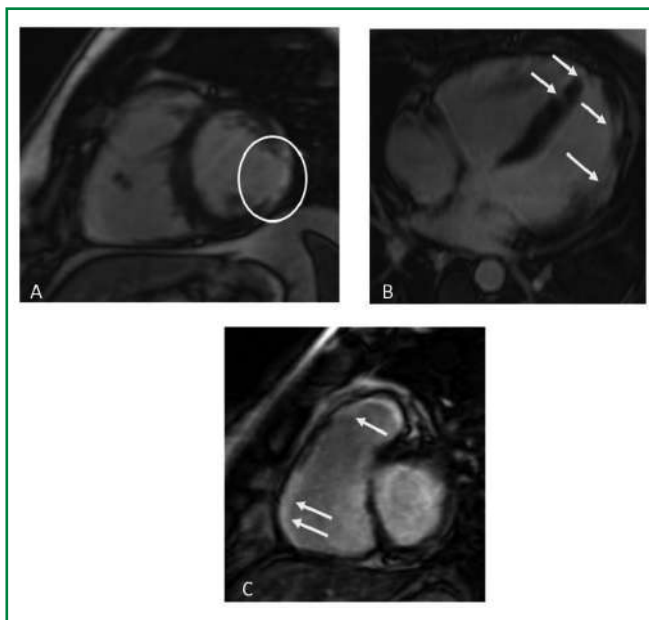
МРТ — изображения с отсроченным контрастированием демонстрируют субэндокардиальный участок накопления контраста в среднем сегменте заднебоковой стенки ЛЖ по короткой оси (А, обведен белым цветом), отсроченное субэпикардиальное накопление контраста в боковой стенке ЛЖ и межжелудочковой перегородке по длинной оси четырехкамерной проекции (В; белые стрелки); трансмуральное накопление контраста в свободной стенке и в области выходного тракта ПЖ по короткой оси (С, белые стрелки).
